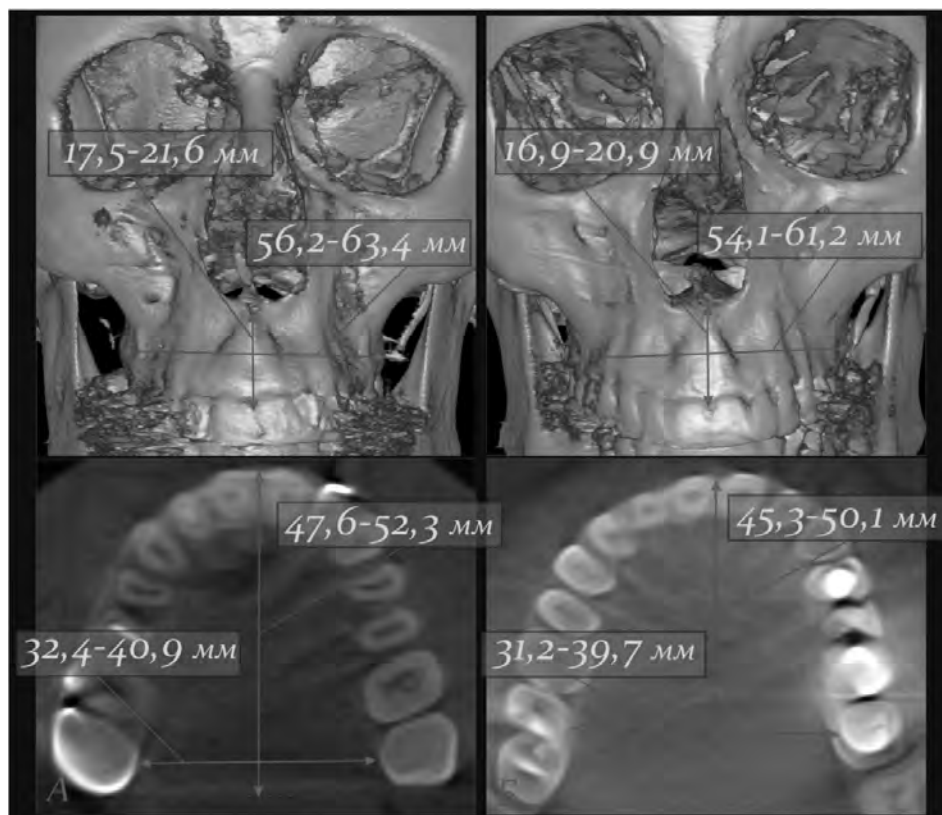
Статеві особливості форми та будови верхньої щелепи людини з лептопрозопічним типом будови черепа: А – чоловік (КТ № 642026); Б – жінка (КТ № 650423)
